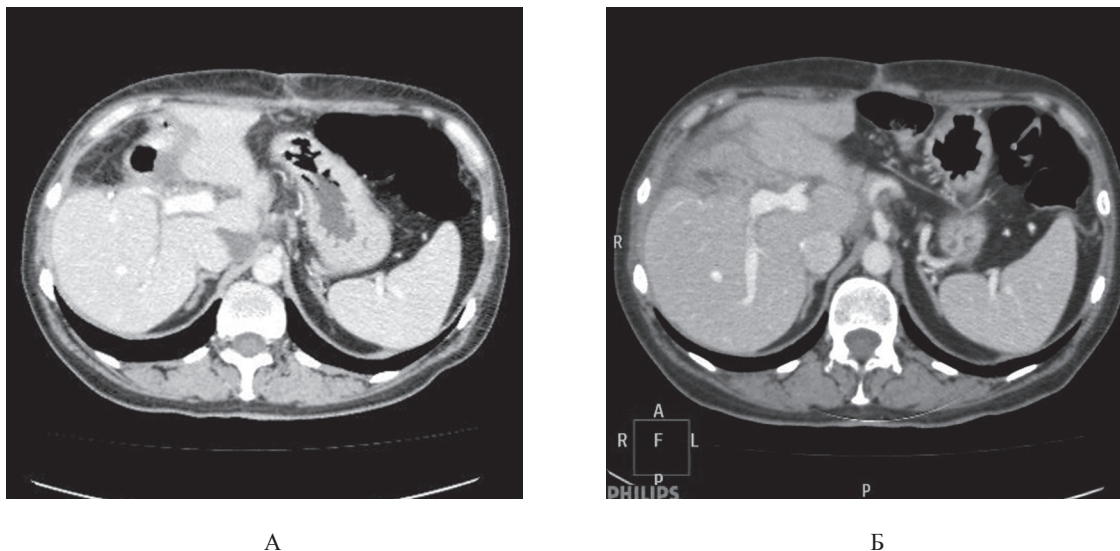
СКТ печінки. Портальна фаза сканування. Печінка після мезогастектомії (видалено S IV, V, VIII). Деформація контуру печінки в зоні операції. По краю резекції гетерогенна, низької щільності жирова тканина. Зону видалених сегментів займає саліник, товста кишка. Моніторинг дослідження: А — через 3 міс.; Б — через 6 міс. після операції
